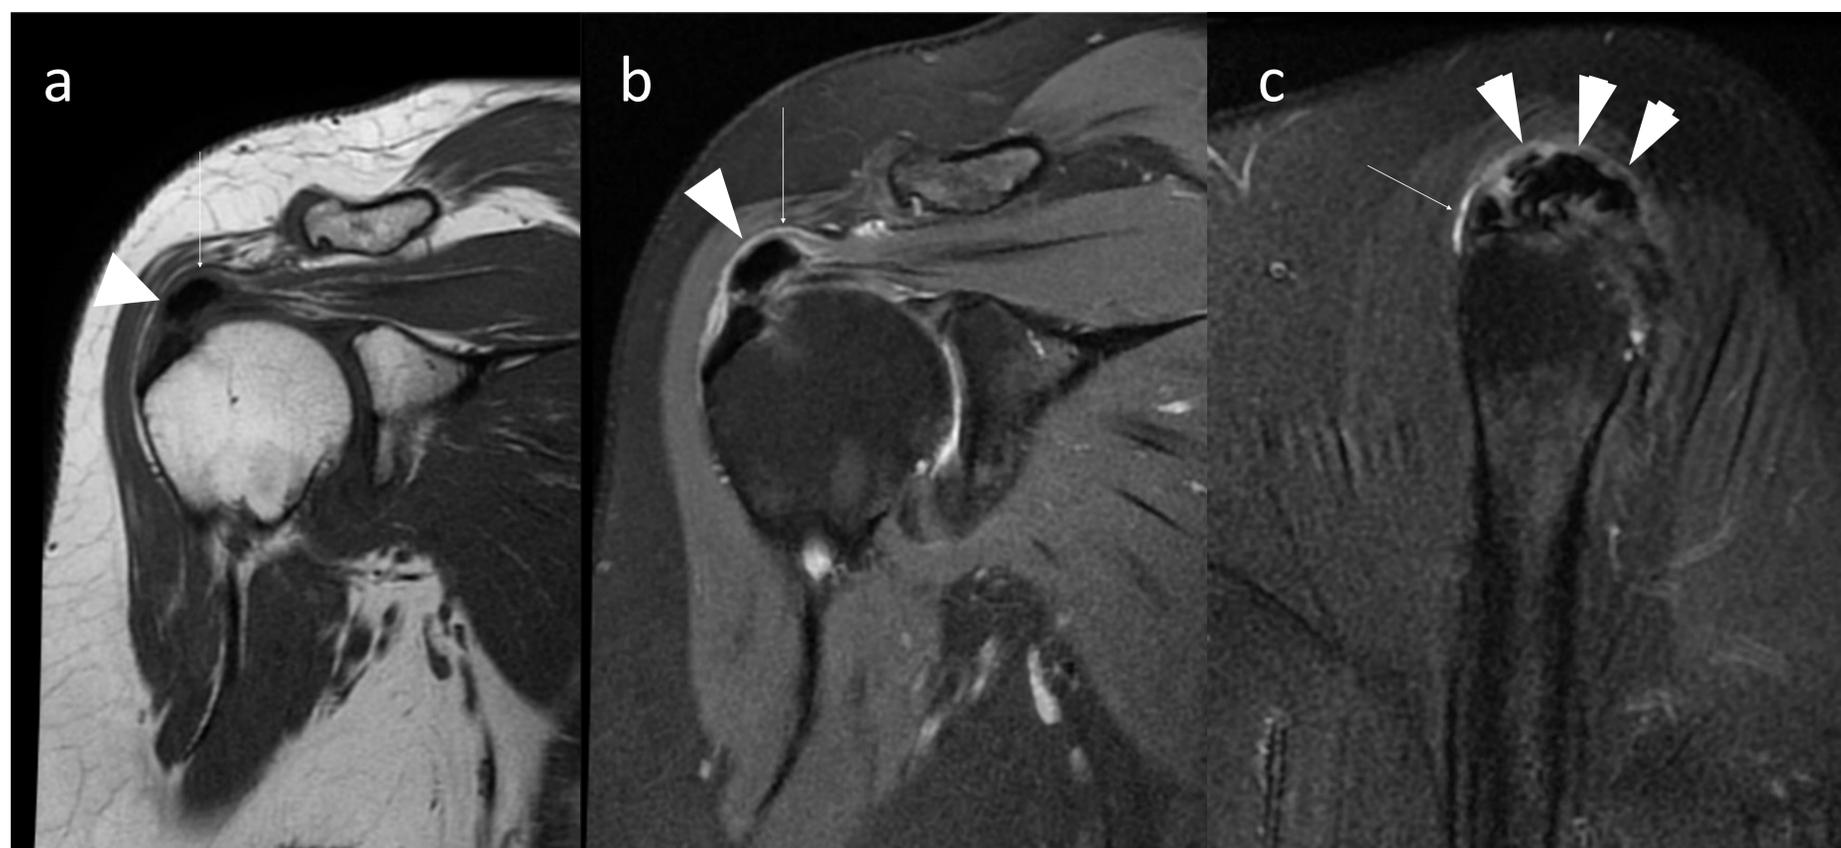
RM con deposito de calcio en el supraespiro. Imagen de muy baja señalen todas las secuencias en relación con deposito de hidroxihapatita (puntas de flecha blanca). Nótese la protrusión sobre la bursa subacromio subdeltoidea y la fina lamina de liquido bursal en relación con bursitis(flecha blanca). T1-TSE (a); DP-FS(b); T2-TSE-FS (c).
